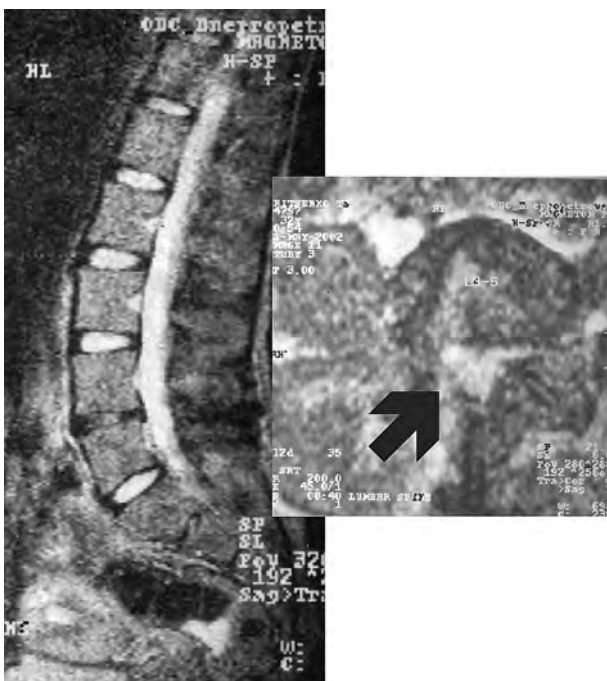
МРТ. Состояние после микродискэктомии с сохранением желтой связки. Сагиттальный и аксиальный срез. Стрелкой обозначена зона флатомии
